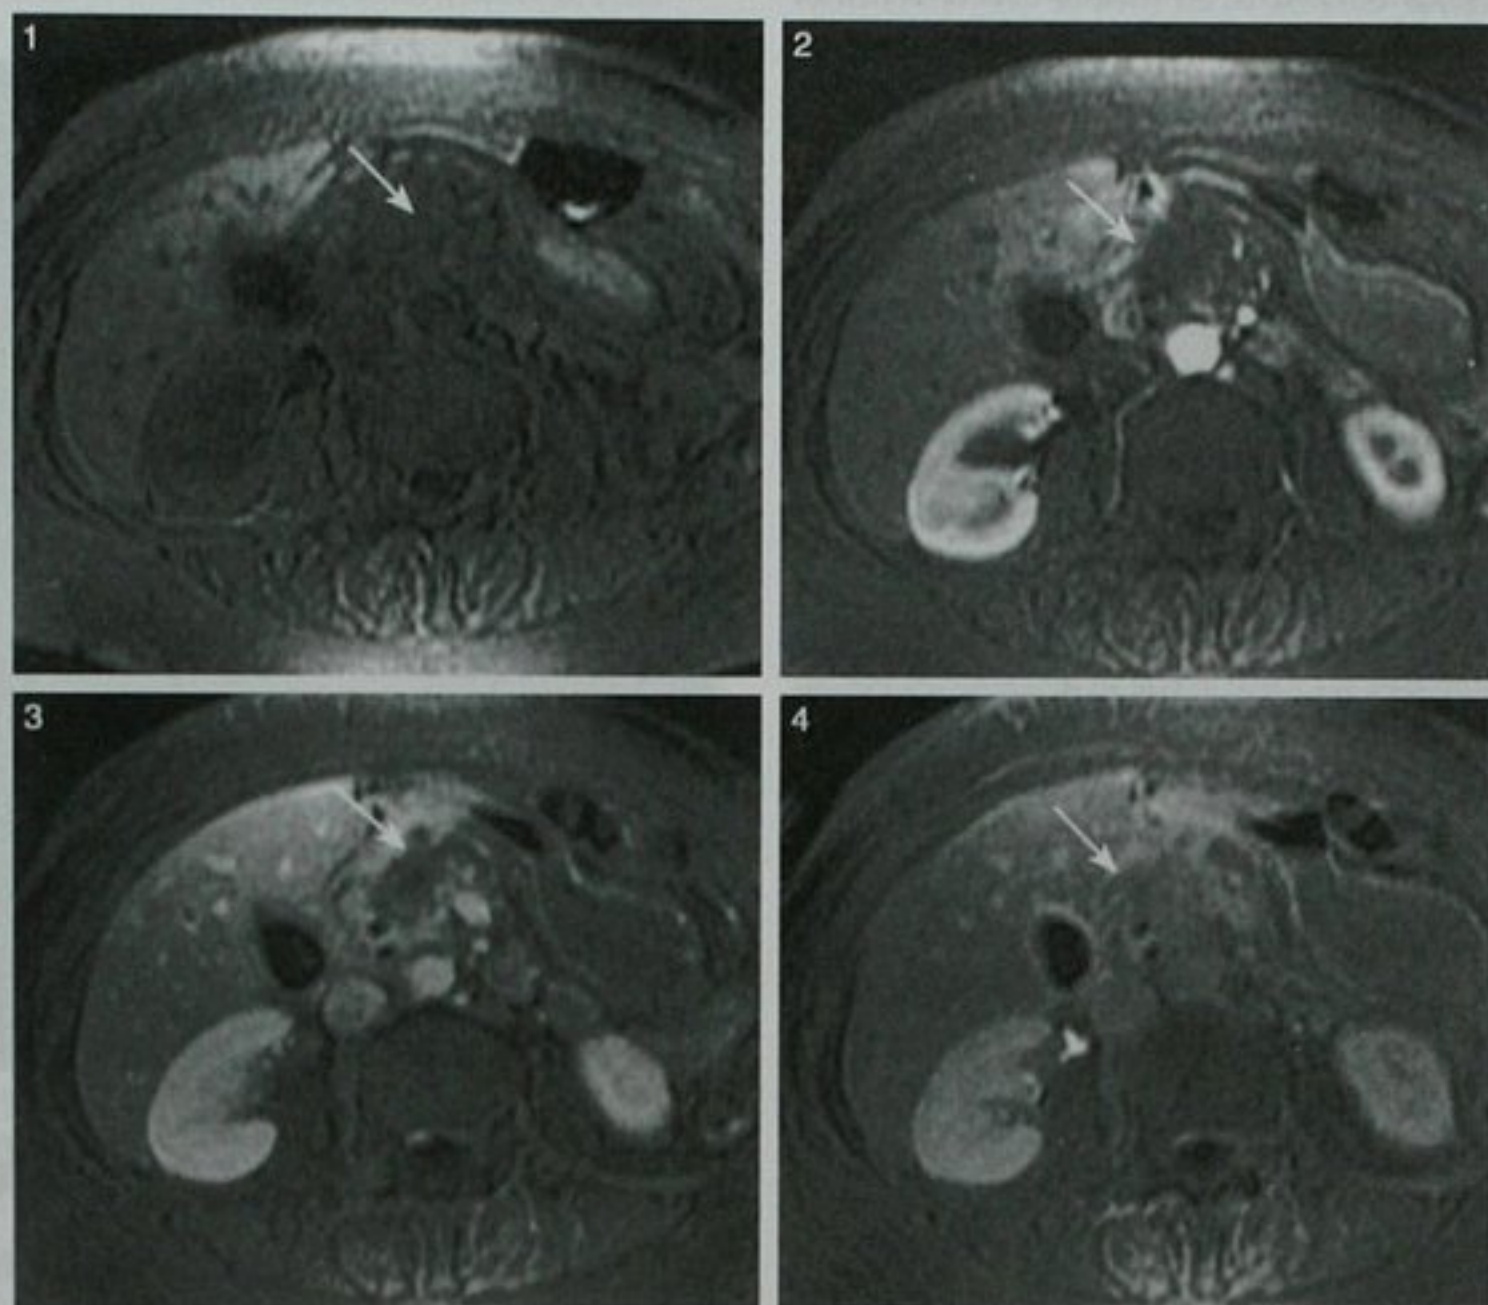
胰腺导管癌(箭头)患者,钆-DTPA 增强的多时相 MRI 4 幅图像,显示胰腺癌典型的缓慢、逐渐强化的模式。1. 平扫;2. 动脉期;3. 门静脉期;4. 平衡期
